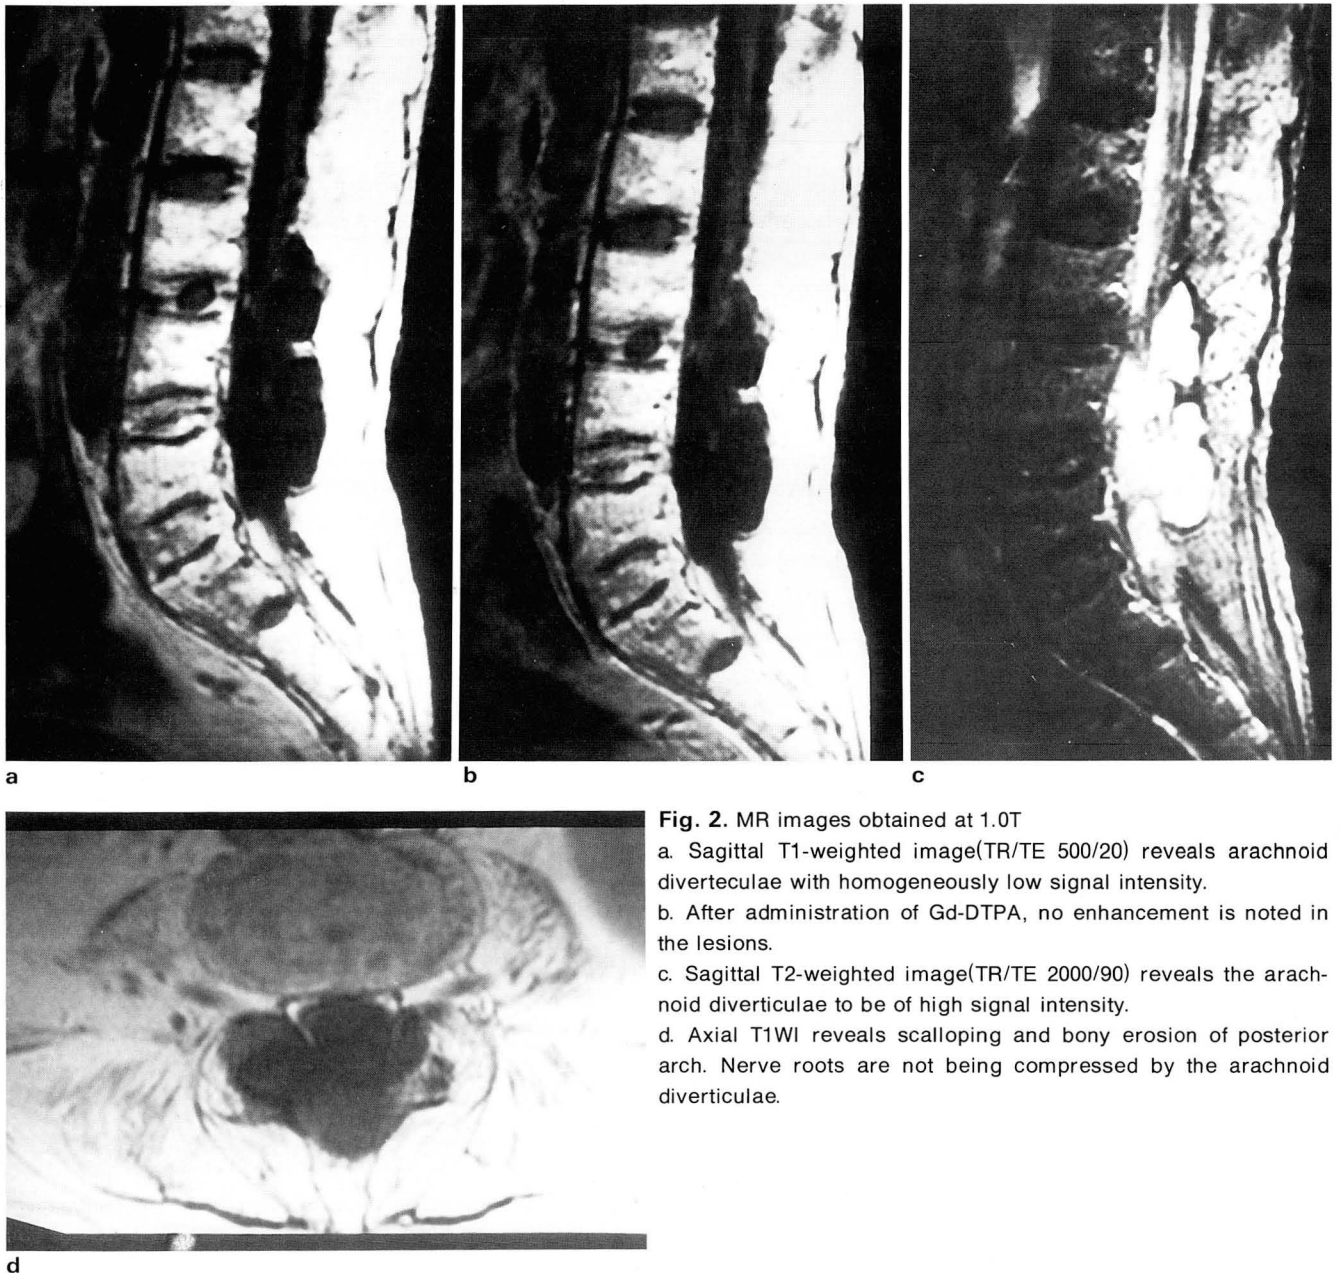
MR images obtained at 1.0T
